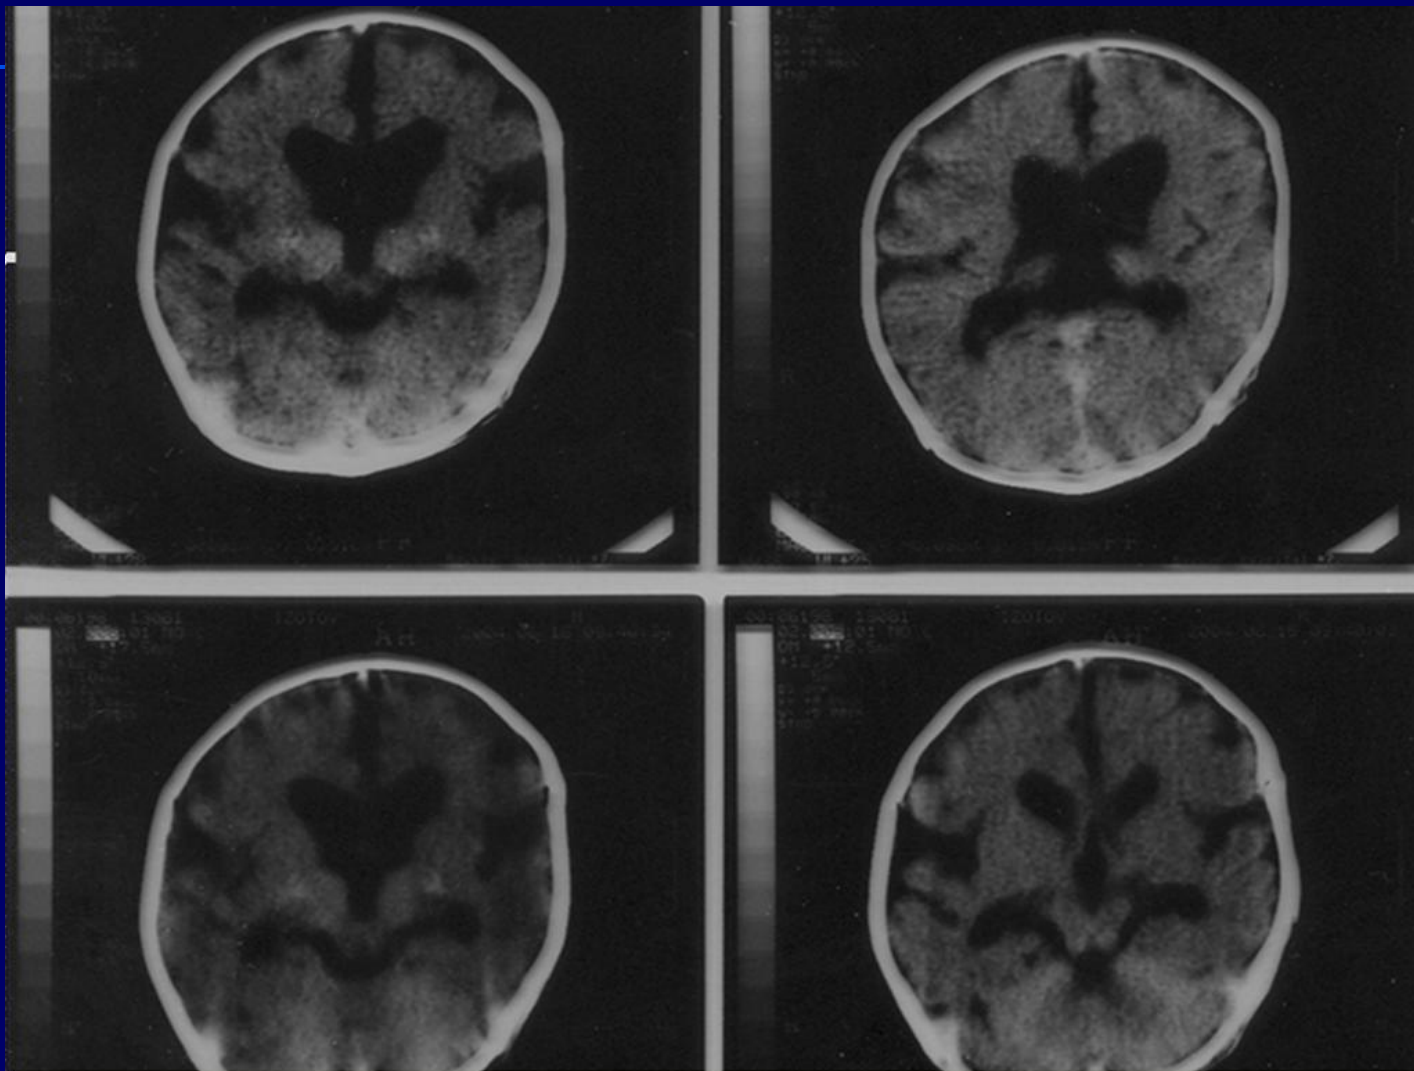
КТ больного И.А. 6 мес. Врожденный порок развития головного мозга (пахигирия). Синдром Веста (симптоматический). Тяжелое нарушение психомоторного развития.
